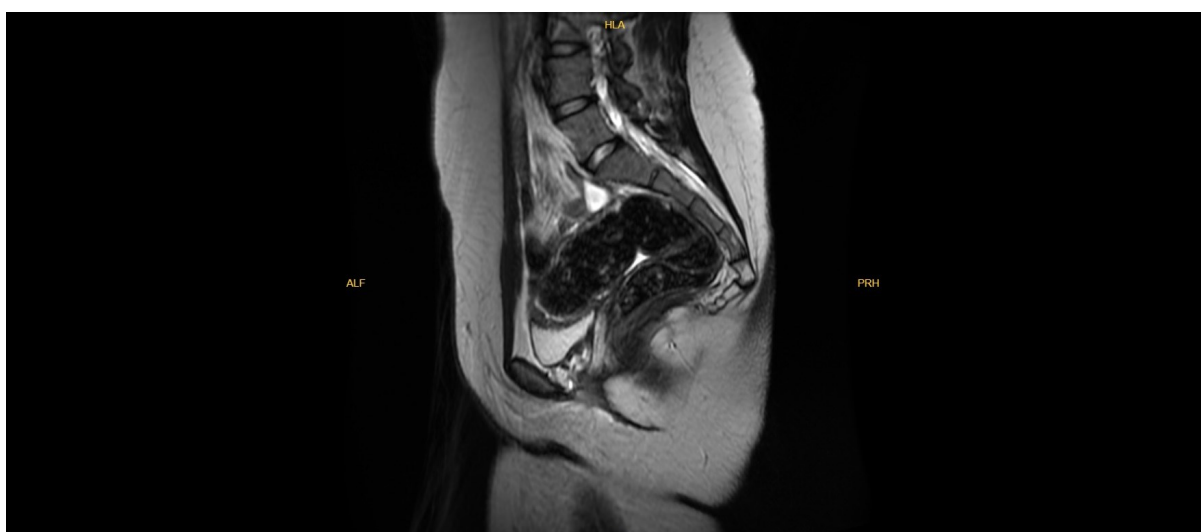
T2 sagittal magnetic resonance imaging view of pelvic cavity demonstrating uterine, cervical and vaginal agenesis.
